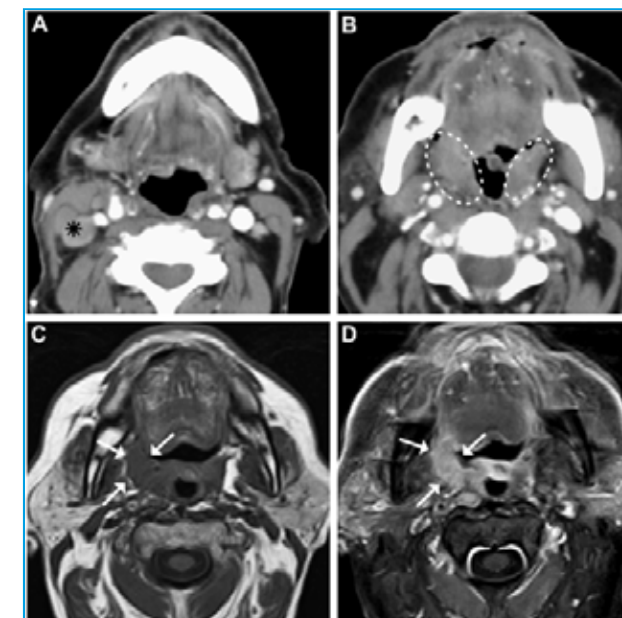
Mujer de 63 años de edad, que se presenta con una adenopatía en nivel IIA posterior derecho, secundaria a metástasis de TPOD en la exploración clínica (estrella negra en Figura 6A, correspondiente a TC con contraste intravenoso). En otra sección axial superior del mismo estudio, se aprecia un llamativo engrosamiento de ambas amígdalas palatinas (círculos), sin claras lesiones focales (Figura 6B). Las Figuras 6C y 6D corresponden respectivamente a cortes axiales en secuencias T1 sin contraste y T1 con supresión grasa y administración de gadolinio intravenoso, y demuestran claramente la lesión tumoral en la amígdala palatina derecha (flechas blancas), mucho más evidente en las imágenes obtenidas tras la administración de contraste paramagnético.
